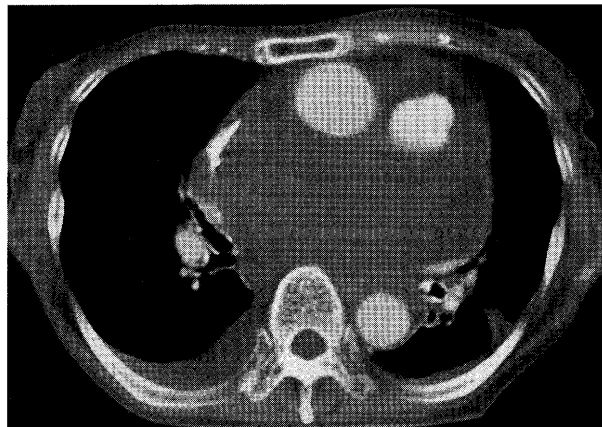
Enhanced CT scan in July of 2005 showed the slightly enlarged tumor of 11.7 cm in diameter and slightly increased pleural effusion on the right.
